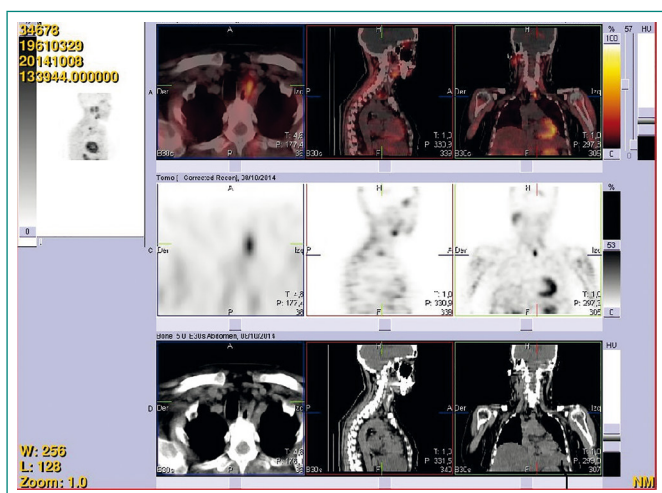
SPECT/TC de paratiroides inicial
